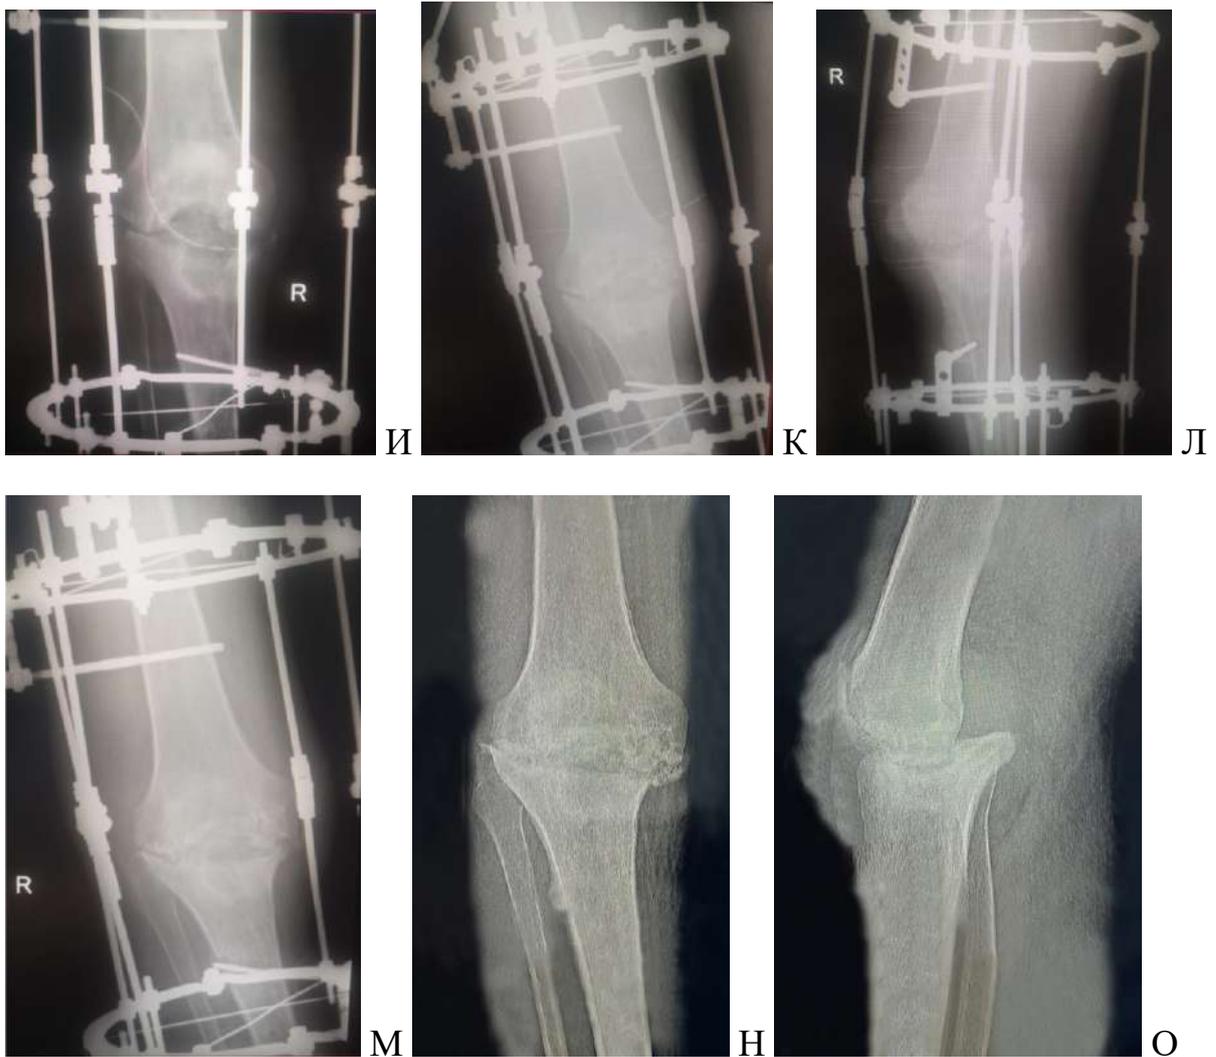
Рентгенограммы больной Б., 59 лет. А, Б — предоперационные рентгенограммы. Остеоартрит правого коленного сустава III ст. В — рентгенограммы после тотального эндопротезирования коленного сустава. Г, Д — рентгенограммы через 1 год — после удаления эндопротеза и установки антимикробного спейсера. Е, Ж, З — МРТ коленного сустава после удаления эндопротеза и установки антимикробного спейсера. И, К, Л, М — рентгенограммы после удаления антимикробного спейсера и внеочагового чрескостного остеосинтеза. Н, О — контрольные рентгенограммы через 1 год. Состоявшийся артродез правого коленного сустава
